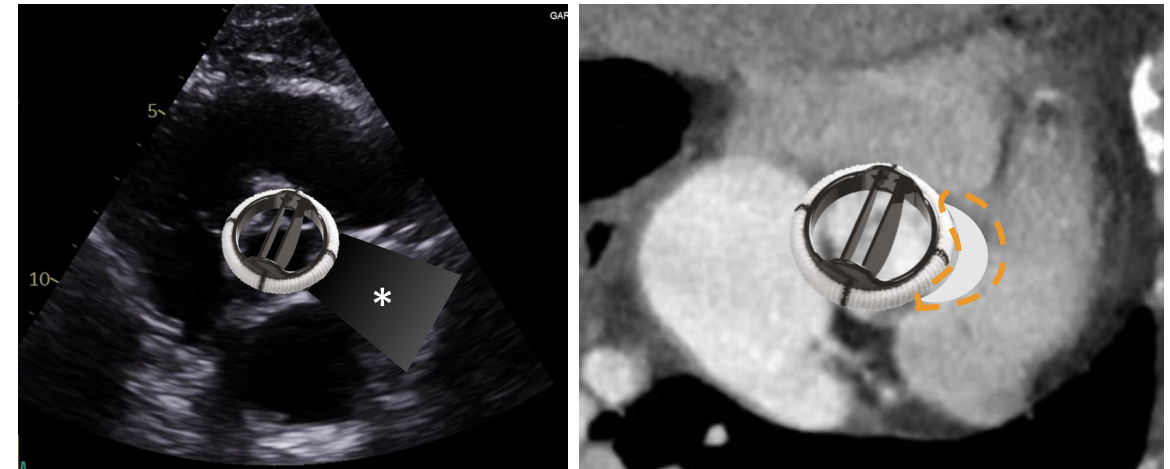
Limitaciones de la ecocardiografía frente a la TC en prótesis valvulares.
